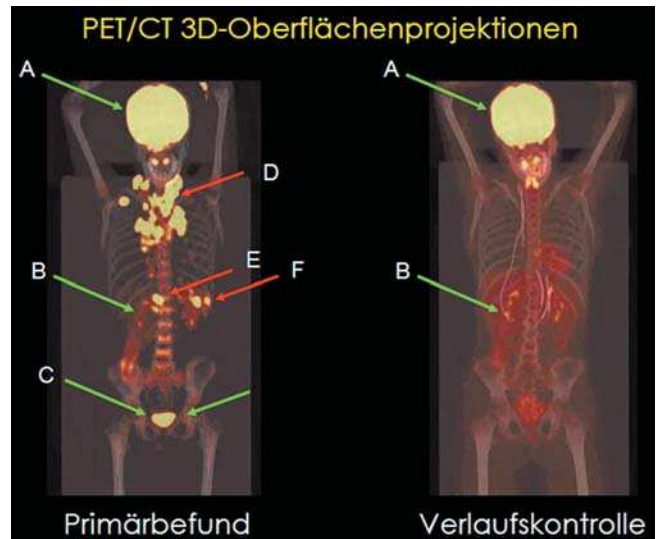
Oberflächenprojektion PET/CT: Grüne Pfeile: physiologisch gesteigerter Glukosemetabolismus in: A) Gehirn, B) Nierenbecken, C) Harnblase. Rote Pfeile: malignitätstypische Stoffwechselsteigerung in Lymphomherden: D) zervikal-mediastinal, E) zöliakal, F) Milz.
